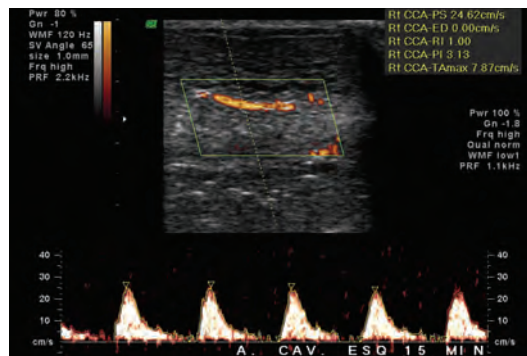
Exemplo de imagem em *Doppler Espectral*.
